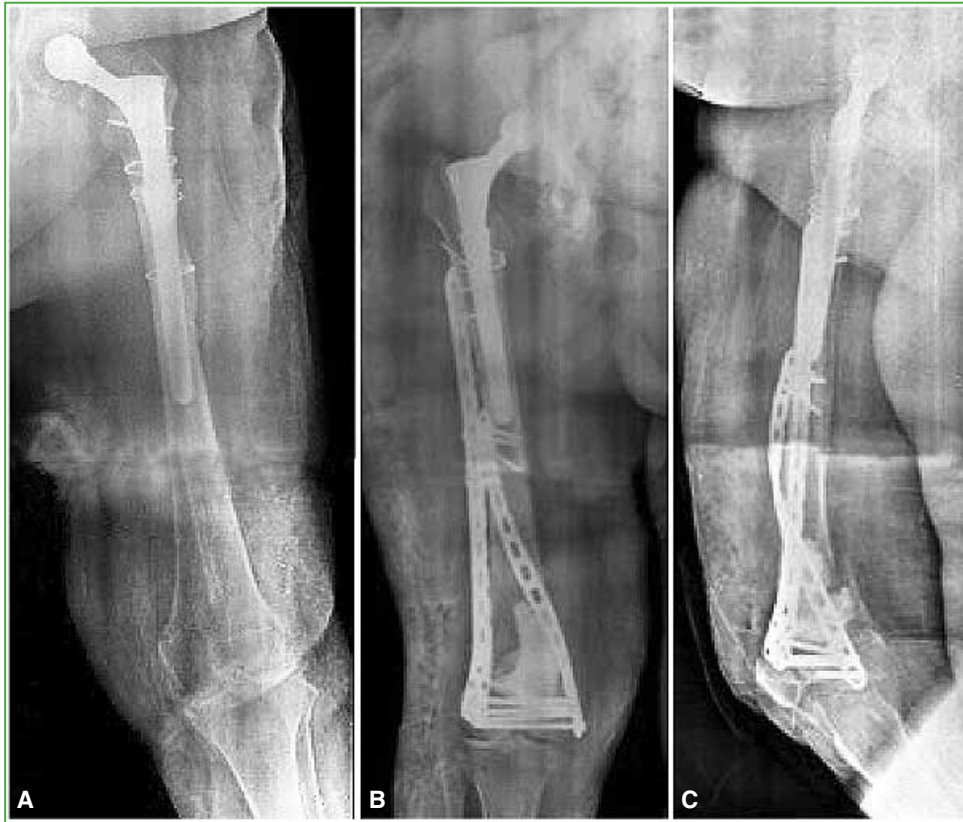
A. Radiografía de fémur, de frente panorámico, preoperatoria. Se observa una fractura periprotésica de cadera Vancouver tipo C con compromiso del fémur distal. B y C. Radiografías de fémur, de frente y de perfil, posoperatorias. Se visualiza la osteosíntesis con placa helicoidal y placa recta lateral. Manejo del defecto metafisario con espaciador de cemento.
